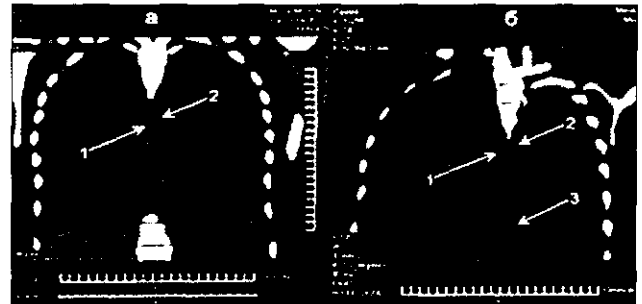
Спиральная КТ грудной полости (продольный срез). Дилатация парной и полунепарной вен.
